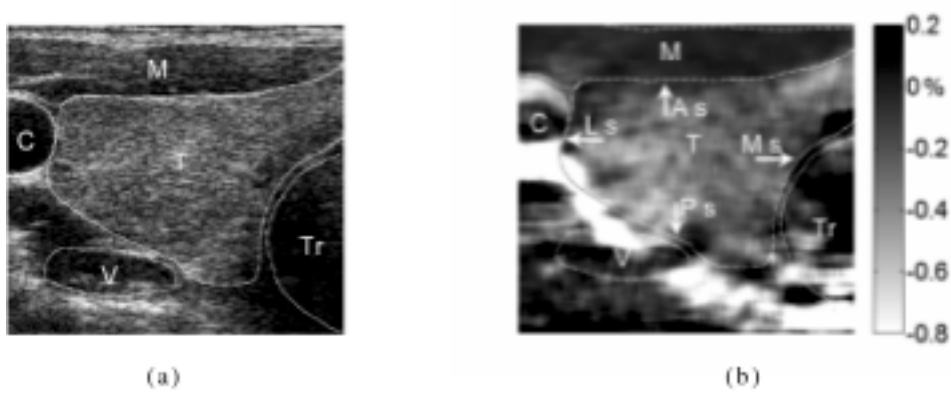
Coupe transversale sans lésion du lobe gauche de la glande thyroïde d'un patient de 31 ans. T – glande thyroïde, C – artère carotide, V – Veine jugulaire, M – muscles antérieurs du cou, Tr – trachée, As – surface antérieure, Ps – surface postérieurs, Ms – surface médiane, Ls – surface latérale. (a) Image échographique mode B. (b) Image de la déformation axiale.
